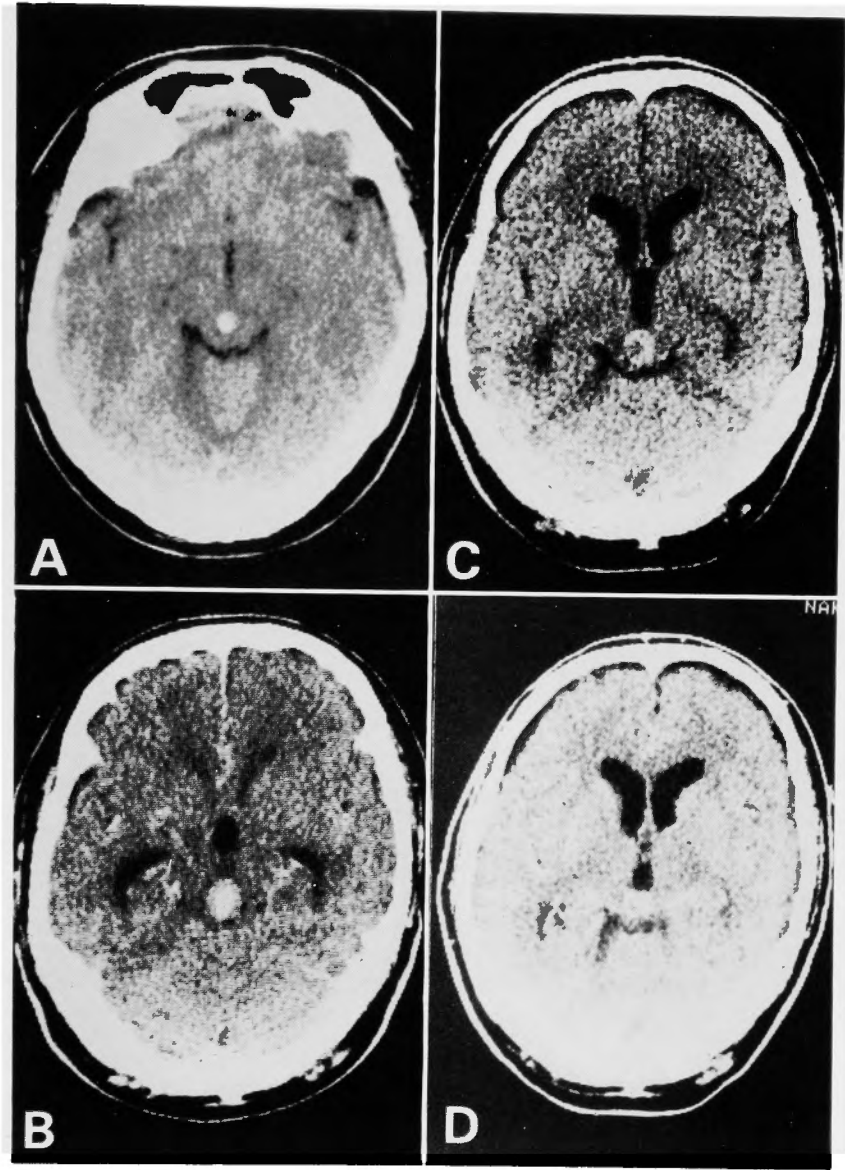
(A) CT on day 6, showing high density lesion in the midbrain. (B) Plain CT on day 11, when the symptoms were maximal, showing enlargement of the high density lesion. (C & D) Plain (C) and enhanced (D) CT one month after the onset, showing incomplete ring-like enhancement.
